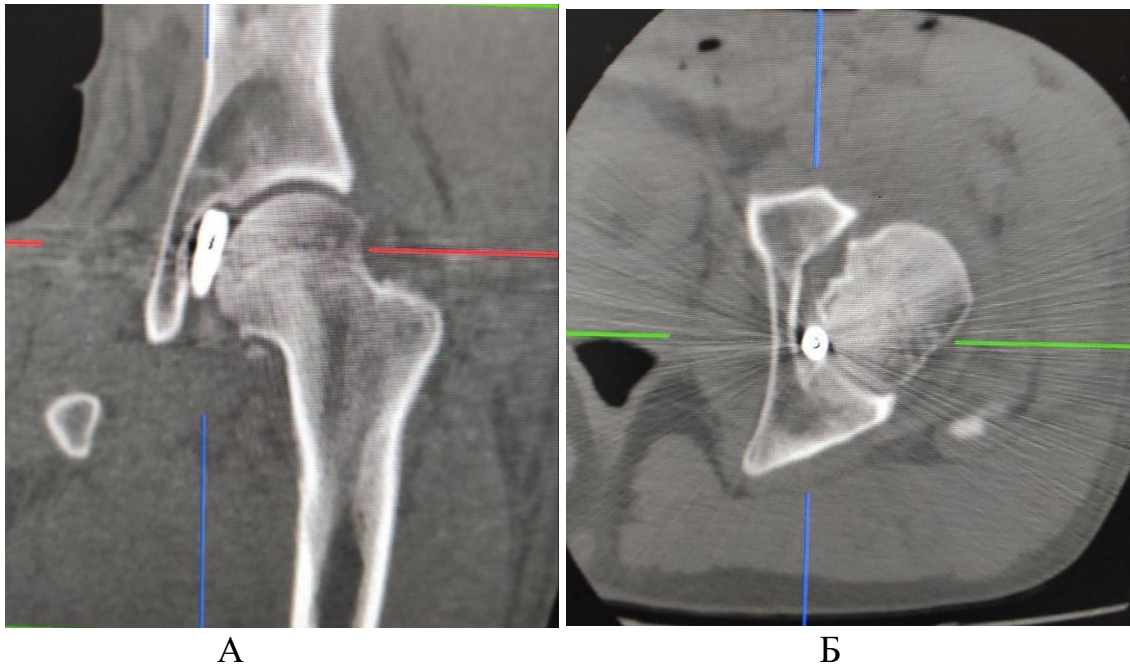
МСКТ лівого кульшового суглобу: А – фронтальна та Б – аксіальна проекції лівого кульшового суглобу із наявністю внутрішньо-суглобового стороннього тіла (куля 5,45мм), яка знаходиться між суглобовою поверхнею вертлюгової западини та головкою стегнової кістки.
